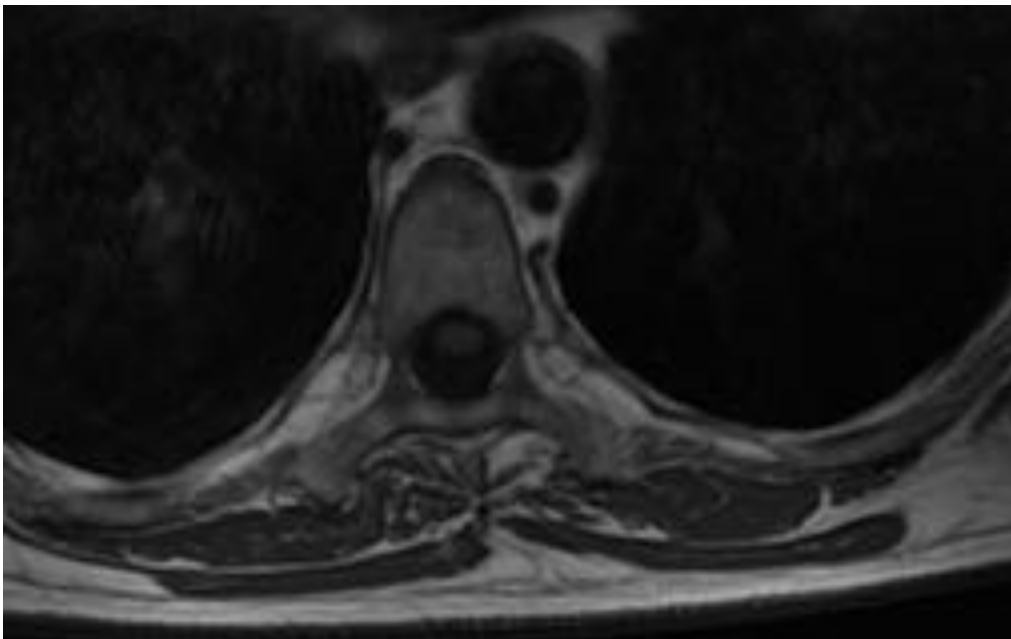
Caso clínico 3. Paciente varón 55 años que refiere dolor escapular derecho. RM Axial T1 con contraste. Se observa lesión intradural extramedular que no presenta realce tras la administración de contraste iv. que comprime y desplaza la médula anteriormente, hallazgo que se corresponde con quiste aracnoideo intradural.
